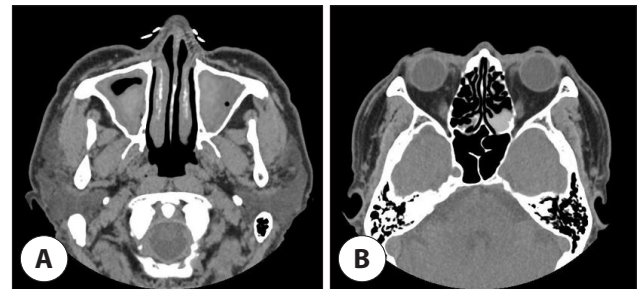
Preoperative paranasal sinus computed tomography. Axial images show opacity in both maxillary (A) and posterior ethmoid sinuses (B) with central hyperattenuation.
